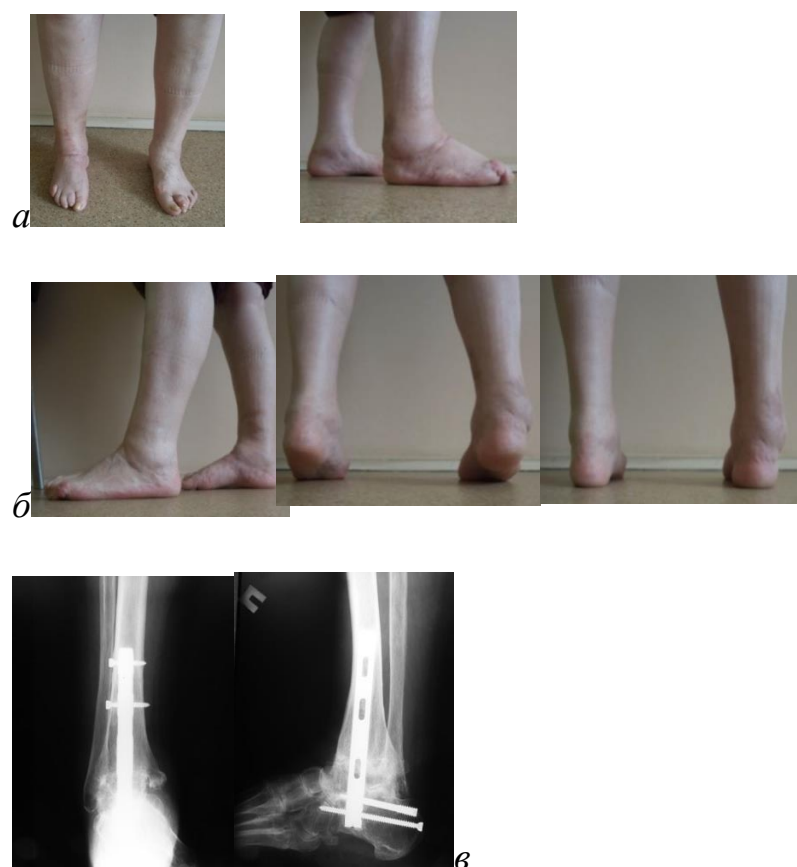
Та же пациентка. Внешний вид стоп через 8 мес. (а,б) и рентгенограммы через 1 год (в) после операции.
